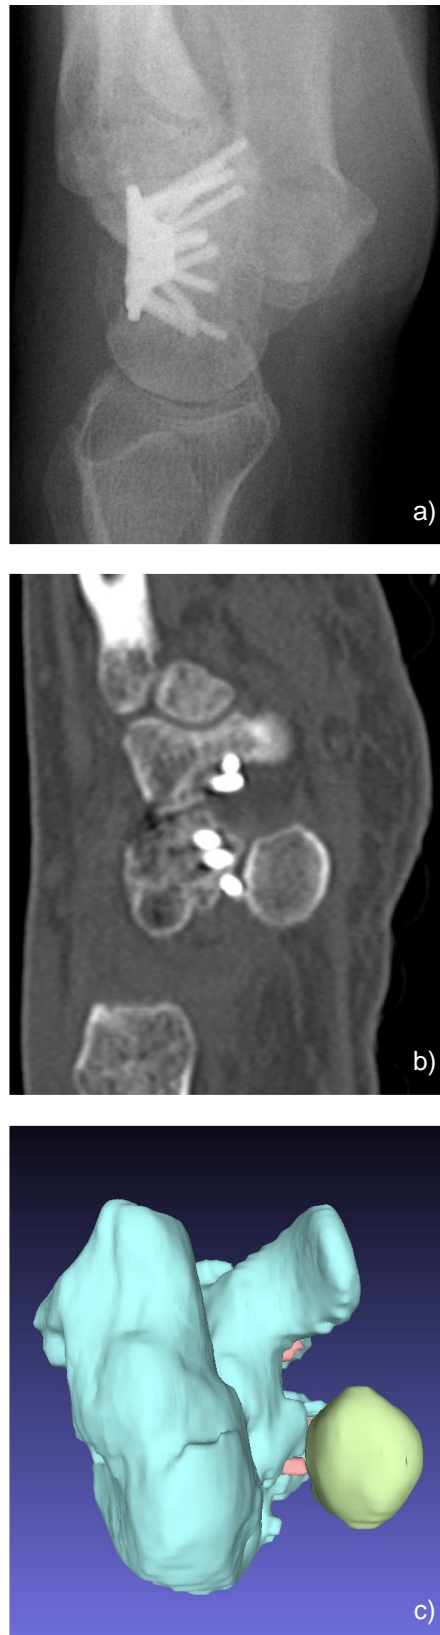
Nativradiologisch zeigte sich eine korrekte Schraubenlage (a), im CT jedoch gelang der Nachweis einer überlangen Schraube (b). Auch im 3D Modell des Patienten (c) berührte die Schraube (hier rot) die Kortikalis des Os pisiforme (hier grün).
